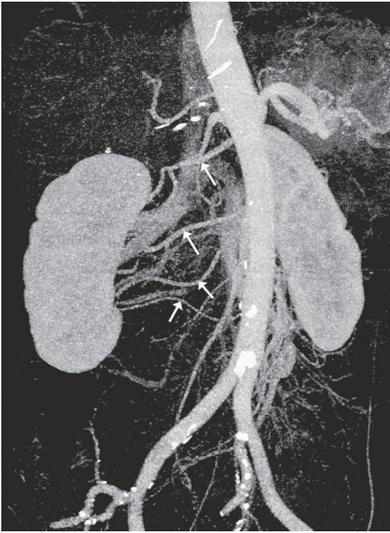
Рассыпной тип артериального кровоснабжения правой почки. Реконструкция ПМИ МСКТ. Отдельные почечные артерии указаны стрелками.
